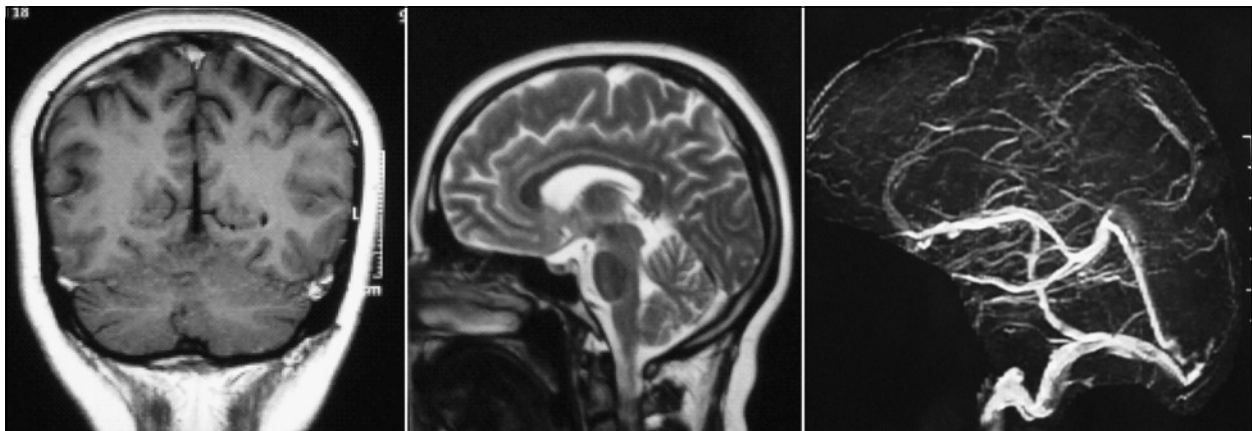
Trombosis seno venoso longitudinal superior. Imagen de RM ponderada en T1 sin contraste corte coronal, T2 corte sagital y angiograma fase venosa.
